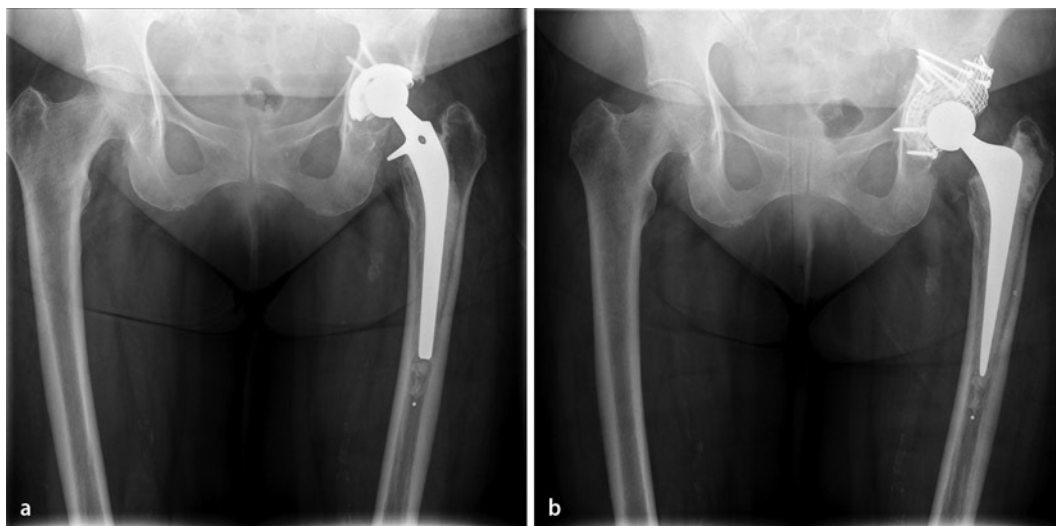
◀ Radiografía realizada hace siete años de un acetábulo totalmente impactado con una malla de soporte con reborde.
